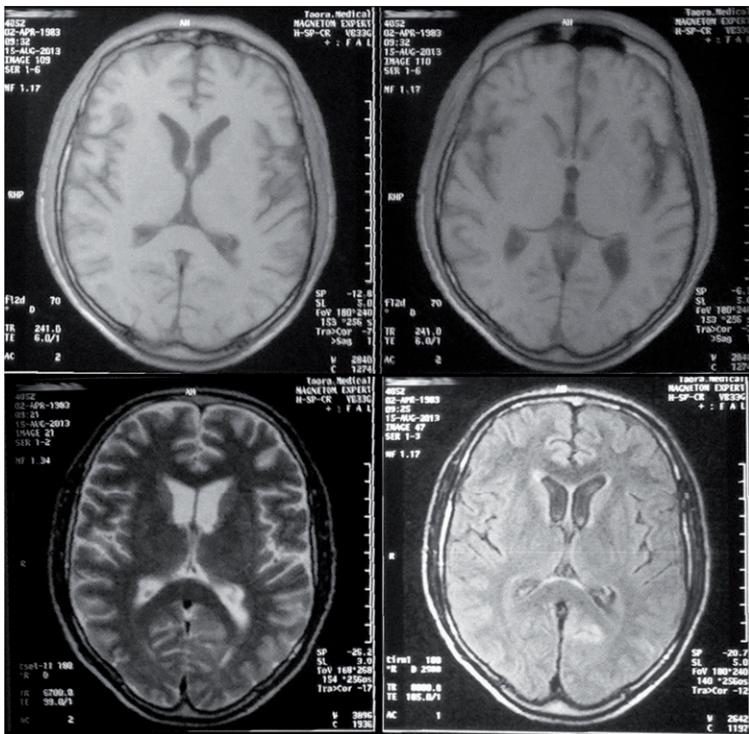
МРТ головного мозга от 09.08.13. На Т1, Т2 и FLAIR режимах, в аксиальной проекции, инфаркт в левой височной и затылочных долях. На Т2 и FLAIR отмечаются «шапочки» лейкоареоза на передних рогах боковых желудочков.
